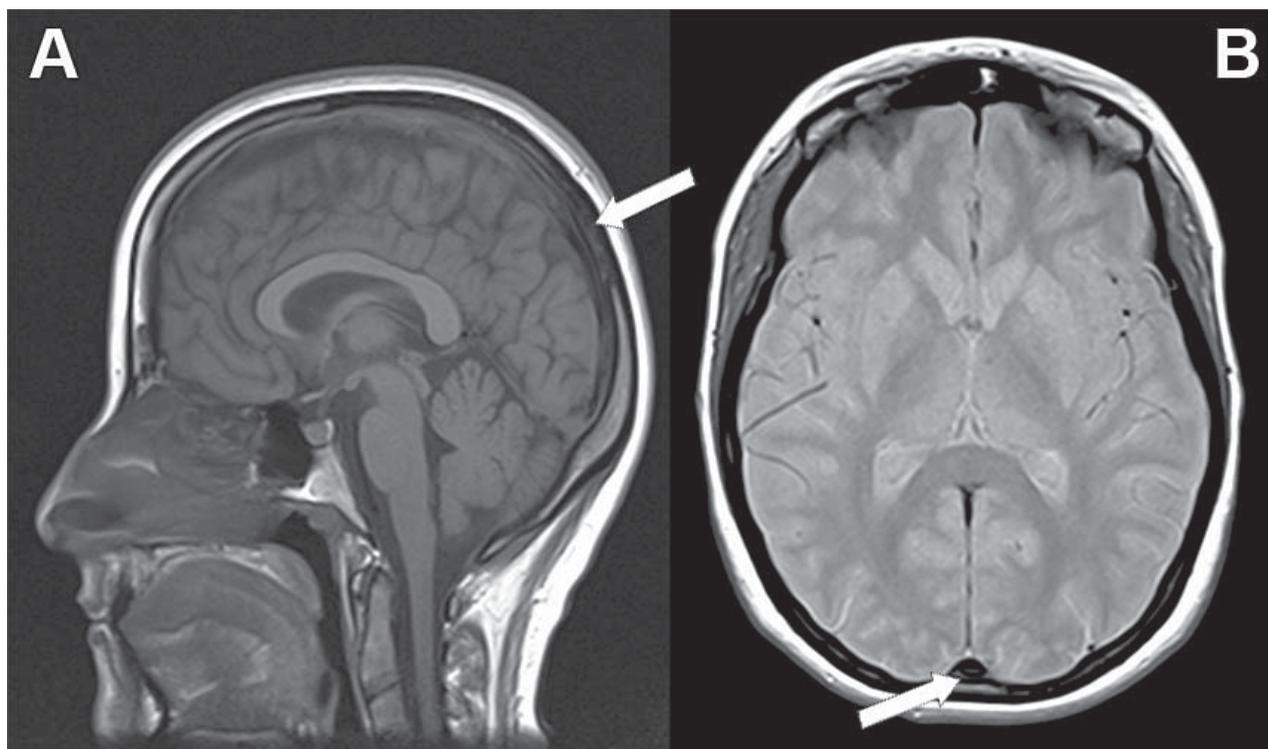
Ressonância Magnética de re-avaliação. Sagital T1 (A) e Axial DP (B) evidenciando hiposinal do seio longitudinal superior.
